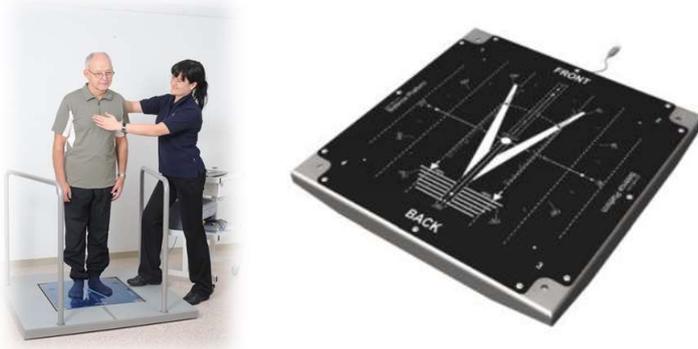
Balance measurement system (BT-4, Hur Lab, Finland)
